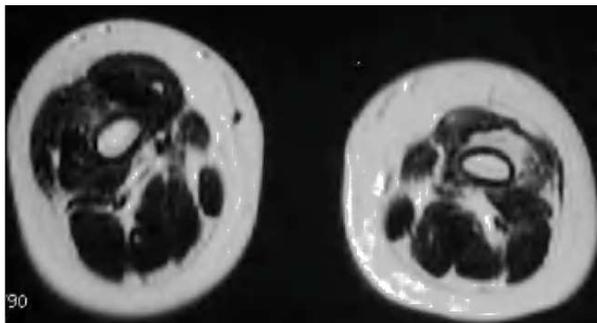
RM de extremidades inferiores, secuencia ponderada en T1, proyección axial, que muestra atrofia generalizada de los músculos del compartimento anteroexterno y degeneración lipofibromatosa del vasto intermedio izquierdo.
